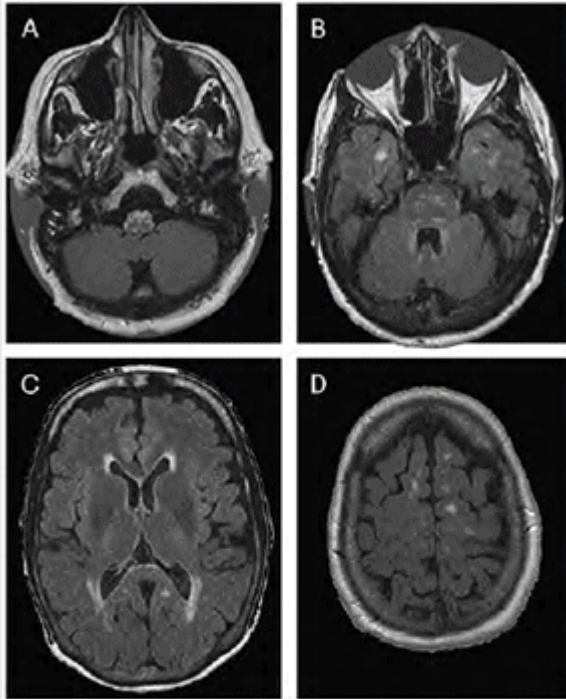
Adult polyglucosan body disease. Brain MRI axial fluid-attenuated inversion recovery demonstrating signal abnormality in the (A) medulla, (B) central pons, (C) subcortical white matter, and periventricular and (D) juxtacortical regions.
